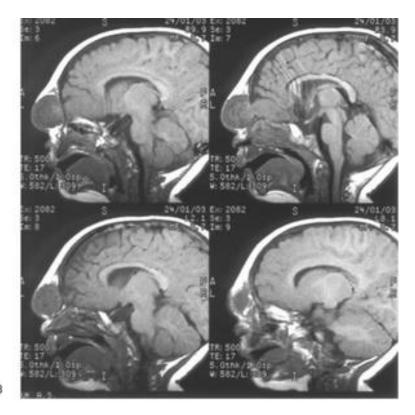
Назоорбитальная мозговая грыжа (менингоэнцефалоцеле): а - компьютерная томография в костном режиме, видны грыжевые ворота (выше - большой родничок); б - компьютерная томография, SD-реконструкция костных структур, четко видна форма грыжевых ворот; в - магнитно-резонансная томография, T1-взвешенные изображения. Мозговая ткань полюса правой лобной доли распространяется в грыжевой мешок через узкие ворота, функционального значения не имеет
